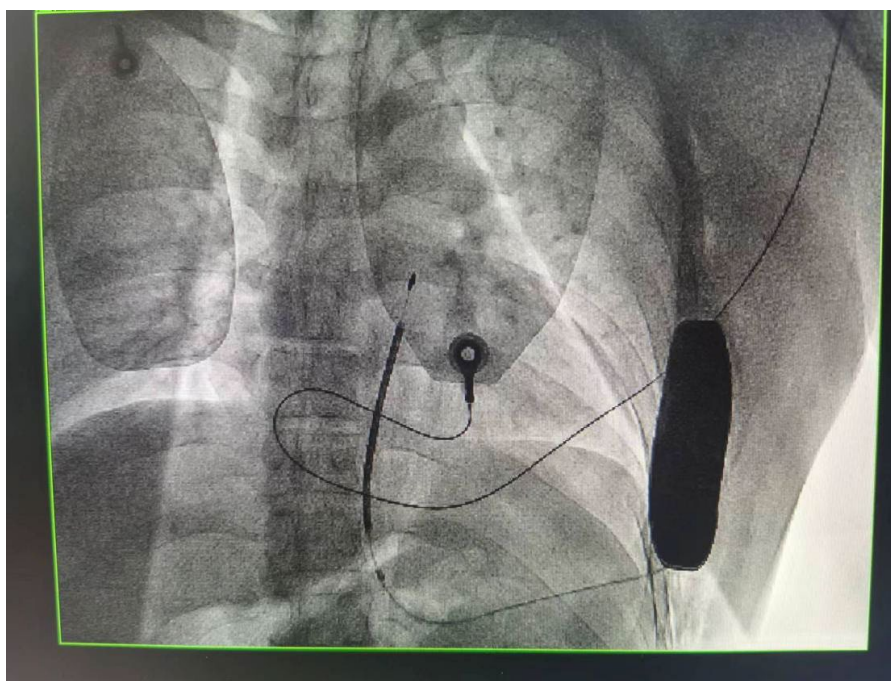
Postoperative anteroposterior X-ray after S-ICD implantation
